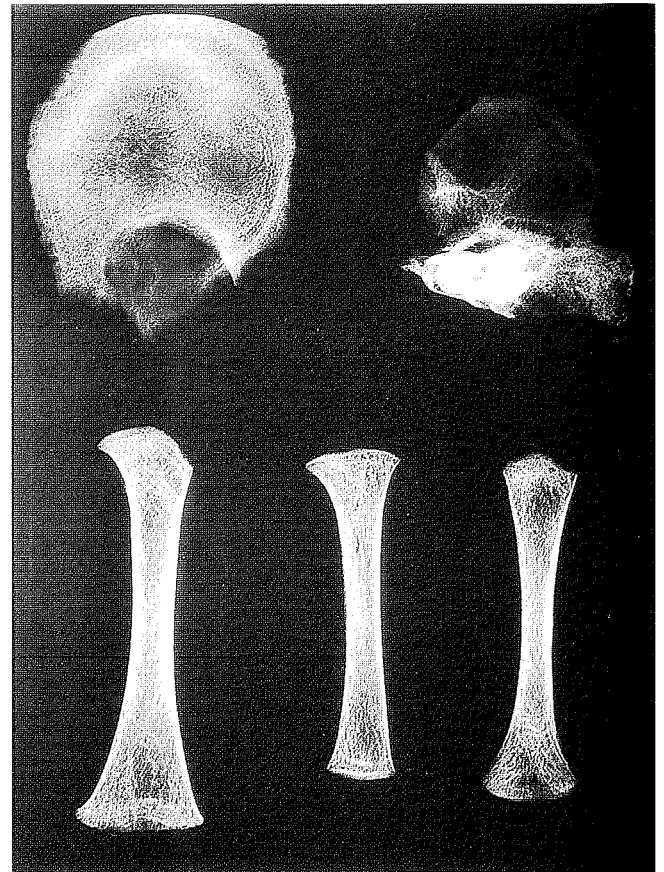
Röntgenaufnahme von Os occipitale, rechtem Os temporale, rechtem Femur, rechter Tibia und rechtem Humerus des ca. 1 Monat alten Mädchens RD114. Die Osteopenie sowie leukämische Knocheninfiltrate als Folge einer (infantilen) Leukämie sind deutlich zu sehen.
